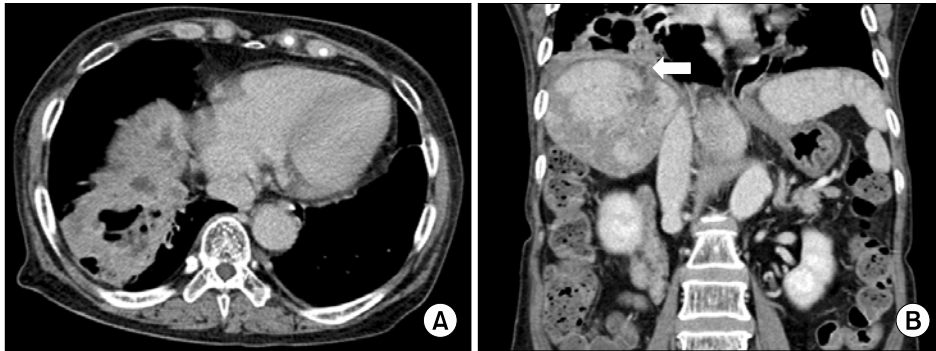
(A, B) The liver CT shows extrahepatic biloma and abscess formation with pleural fistula (arrow).
